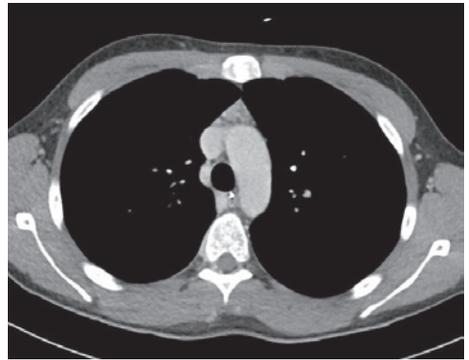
Iperplasia timica alla TC-Scan.
